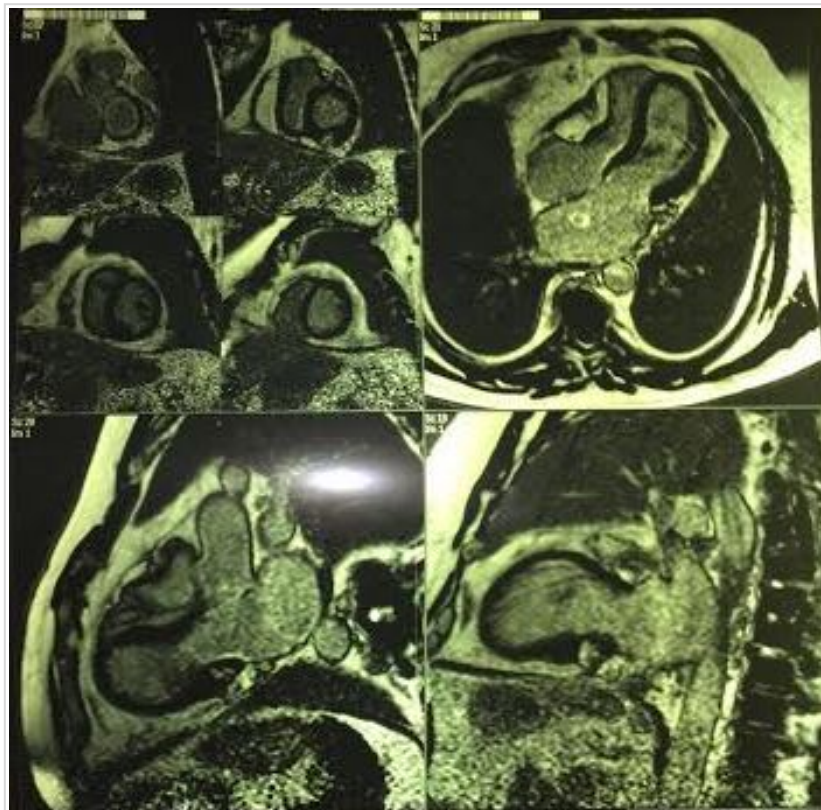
Resonancia magnética nuclear que muestra el engrosamiento del pericardio en relación a la cara anterior y lateral del ventrículo derecho.
